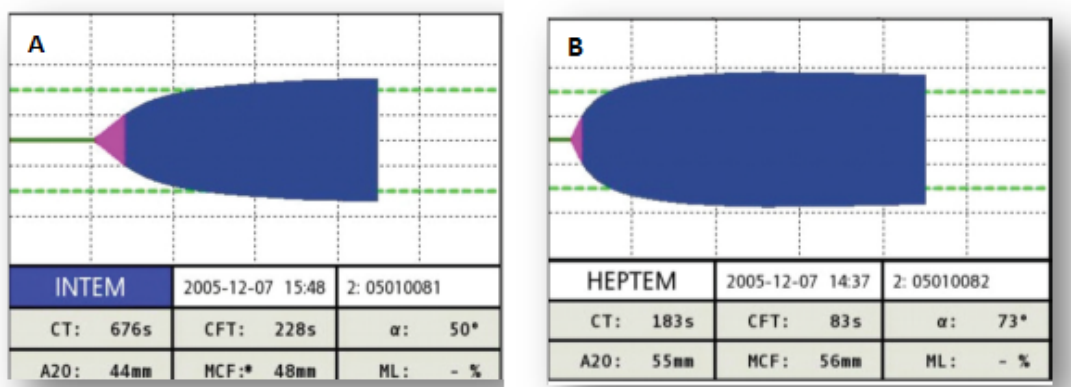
Principais parâmetros na curva do ROTEM. A presença de heparina ou heparinoides na amostra de sangue interferem no parâmetro inicial da curva (CT) do INTEM e do HEPTTEM, que representa o tempo de formação inicial da fibrina
